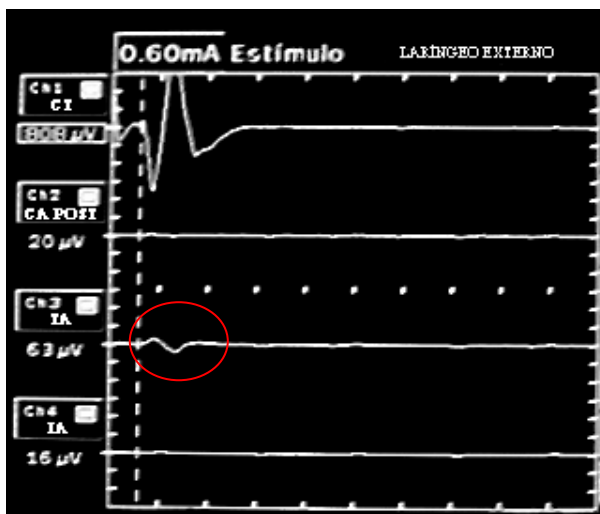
Estimulación de la rama externa del nervio laríngeo superior con la intensidad de 0.60 mA. Abreviaturas: CT músculo cricotiroideo; CA músculo cricoaritenoides posterior; TA músculo tiroaritenoides; IA músculo interaritenoides
